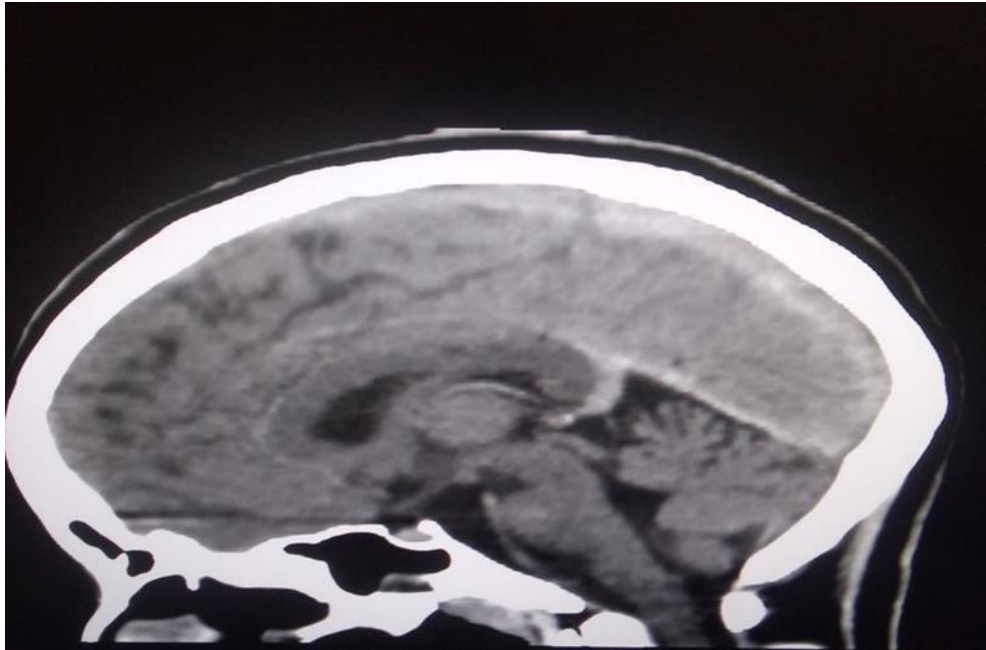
Fotografía donde nuestra la representación de la anatomía cerebral con contraste en el plano sagital. obtenida del área de tomografía de la clínica Metropolitana de Chiclayo.
